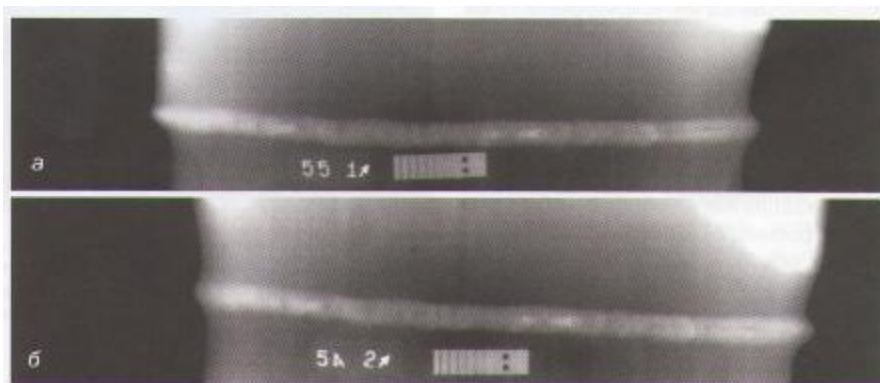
Рентгеновское изображение трубы диаметром 133 мм и толщиной стенки 5 мм при времени просвечивания: а) 20 с; б) 10 с.
